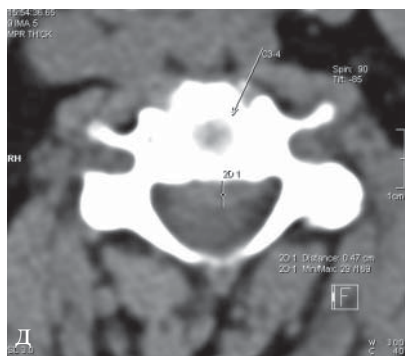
КТ шейного отдела позвоночника. Больная Х., 76 лет: а, б – сагиттальная плоскость в статическом положении; в, г – при выполнении функциональных проб; д – аксиальная плоскость. Определяется остеохондроз шейного отдела позвоночника III степени с наличием гипомобильности двигательных сегментов на уровне С3–С7, грыжа межпозвонокового диска С3–4 до 5 мм, остеоартроз унковертебральных сочленений, спондилоартроз, спондилез, передний дегенеративный спондилолистез позвонков С2 I степени, задний дегенеративный спондилолистез позвонков С7 I степени, повышение прозрачности и усиление трабекулярной структуры тел позвонков
